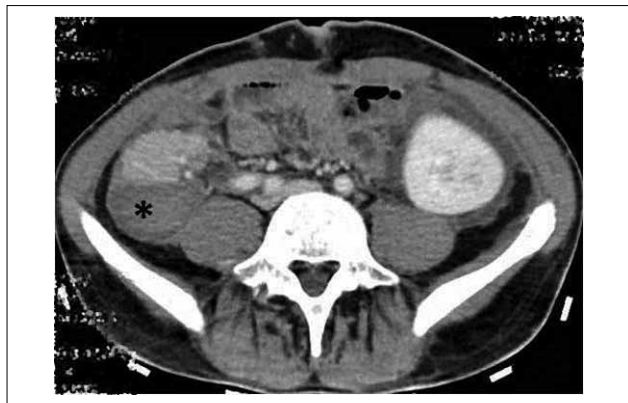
МСКТ с контрастным усилением: гематома по заднему контуру тела трансплантата ПЖ (звездочка), небольшое количество жидкости вокруг почечного трансплантата слева
